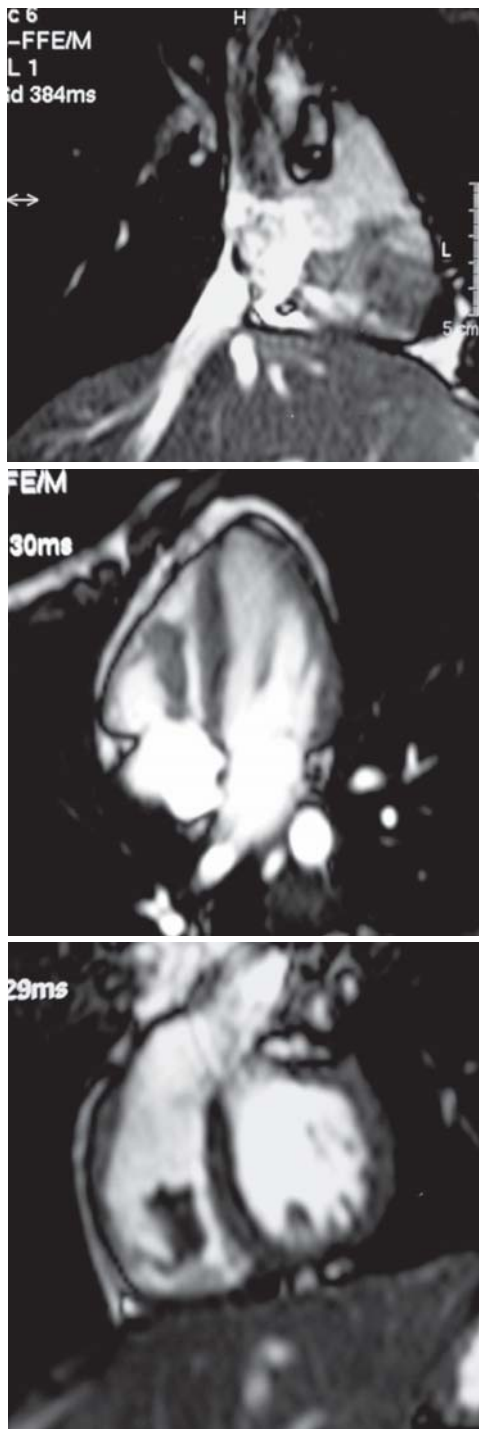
Ressonância nuclear magnética – Sequências ponderadas em T2 – Imagem com intensidade de sinal semelhante ao músculo cardíaco no ventrículo direito
